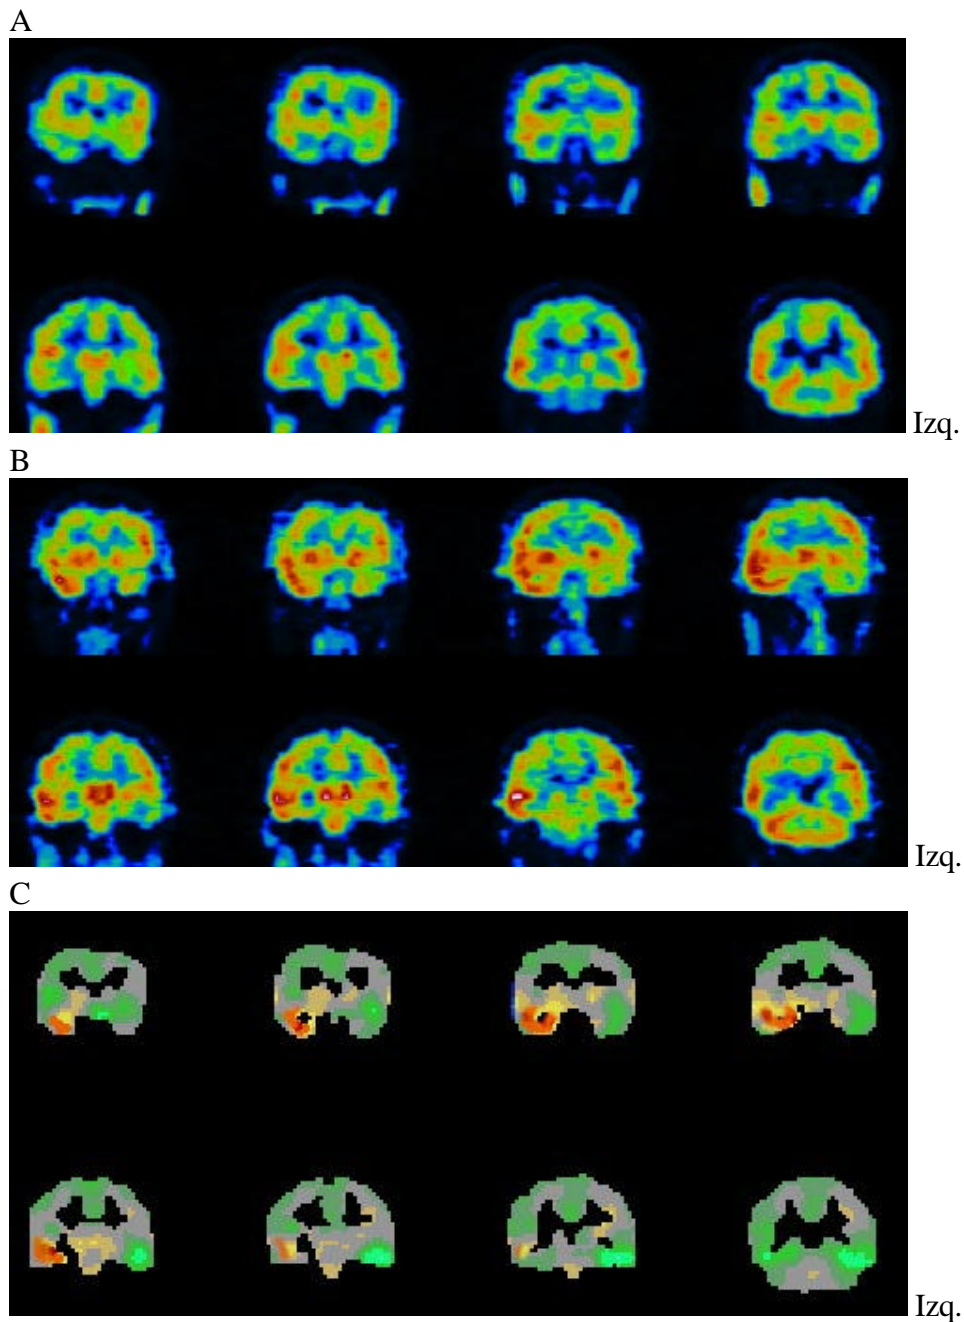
Ejemplo de cortes de eje coronal del SPECT con ^{99m}Tc -HMPAO de un paciente con CPC temporales derechas. A: SPECT interictal que demuestra una muy discreta hipoperfusión temporal mesial anterior derecha. B: SPECT ictal que muestra un aumento de perfusión en el temporal derecho. Tras reorientar las imágenes de SPECT ictal e interictal se obtiene la imagen de sustracción, sobre la cual aplicamos una escala de color discontinua para visualizar la imagen paramétrica (C). Aumento de la perfusión temporal derecho (rojo, naranja y amarillo), disminución de la perfusión temporal izquierdo y frontal derecho (verde). En color gris se representan las zonas en las que la perfusión no cambia. Este patrón gammagráfico es compatible con una crisis de origen temporal derecha.
